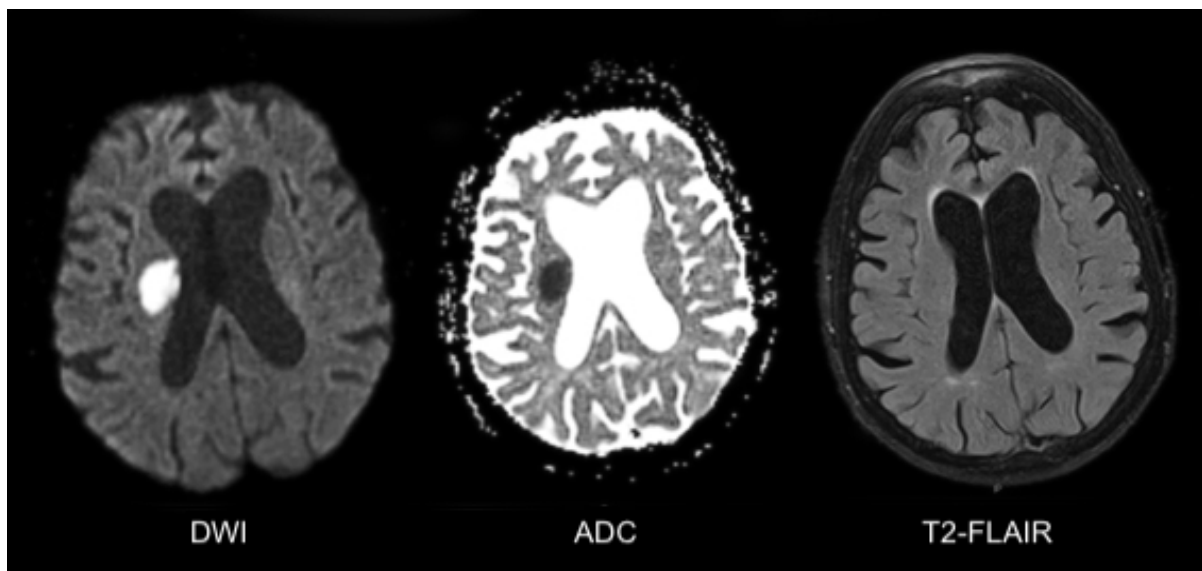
Kraniale MRT Bildgebung bei einem Patienten im akuten Schlaganfall. Die DWI zeigt eine gut erkennbare Diffusionsstörung (Hyperintensität) im rechtsseitigen Medialstromgebiet mit korrespondierendem Signalabfall in der ADC (apparent diffusion coefficient), die FLAIR Sequenz ist in der betroffenen rechten Hemisphäre dabei unauffällig, so dass hieraus ein hyperakutes Infarktgeschehen hervorgeht.
